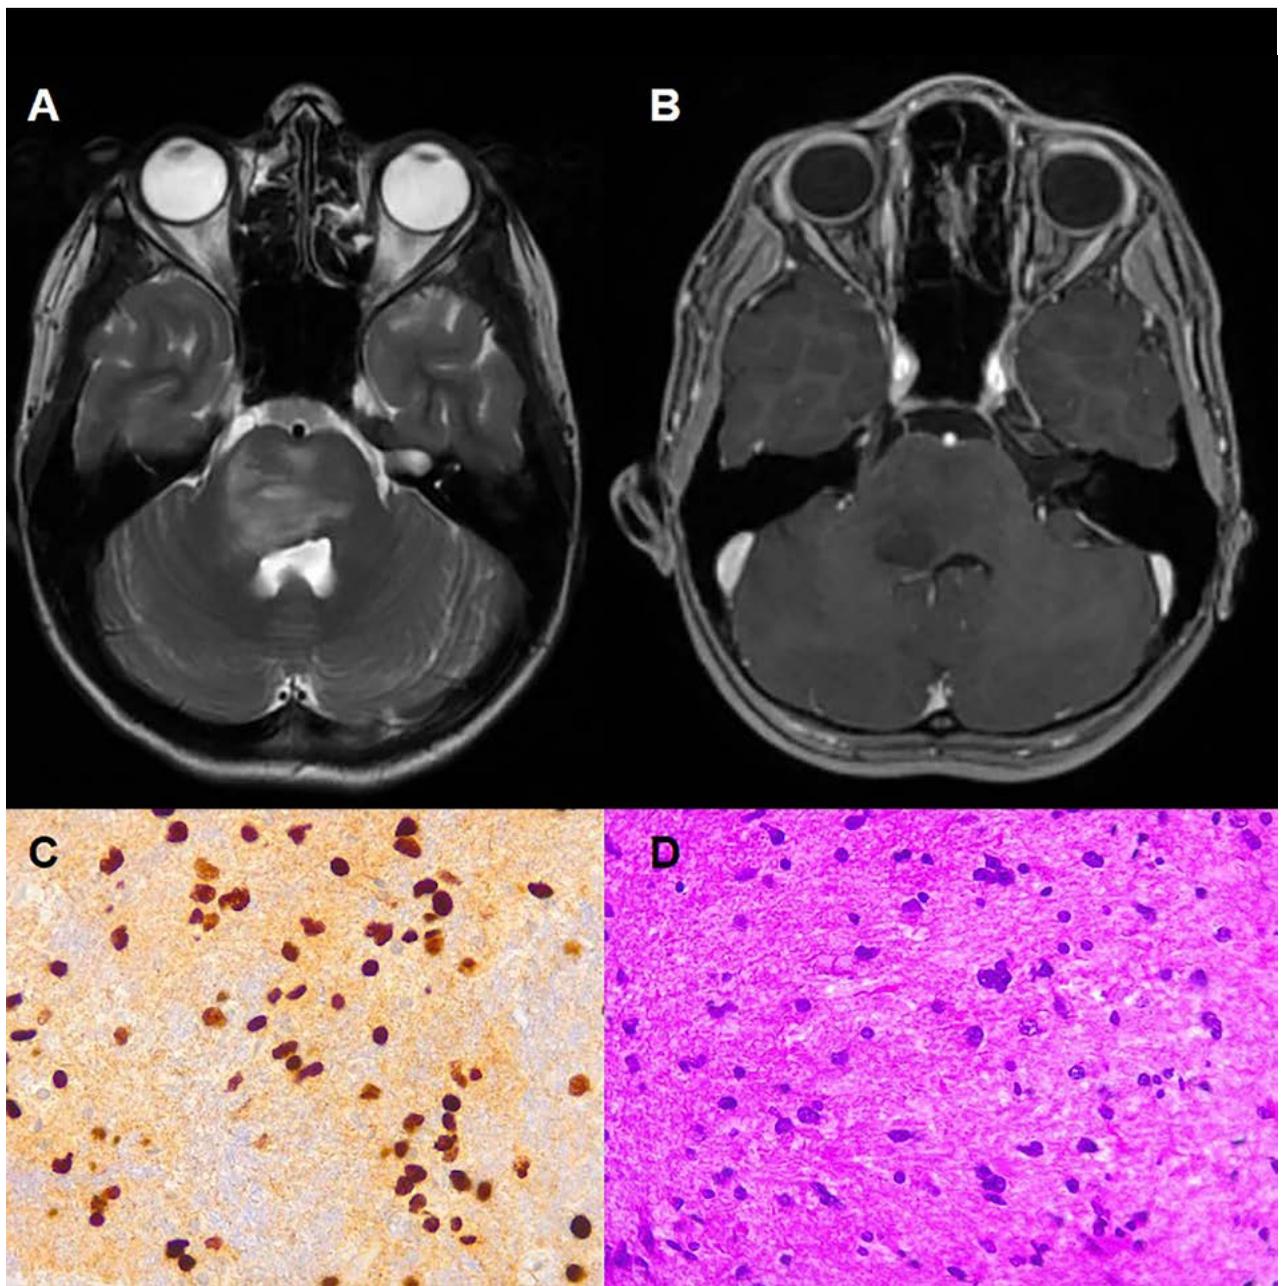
Caso 2: RMN prequirúrgica (secuencias T2 (A) y T1 con contraste (B)). Evidencian una lesión exofítica difusa a nivel de la protuberancia, con extensión al pedúnculo cerebral derecho. Sin franco realce con contraste EV. C y D representan las tinciones histológicas de las muestras quirúrgicas tumorales con H3 (C) y hematoxilina-eosina (D).
